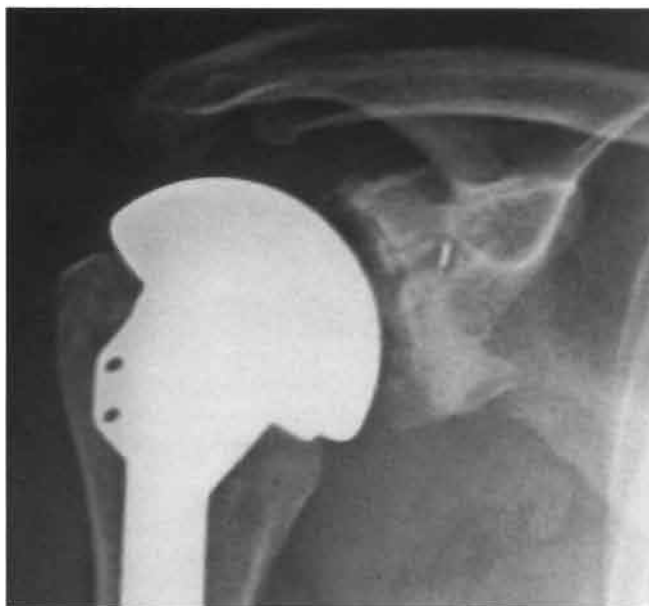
Radiografía anteroposterior de una prótesis total de hombro en el postoperatorio inmediato. Obsérvese la línea radiotransparente a lo largo de toda la interfaz entre el implante y el hueso subcondral glenoideo.
